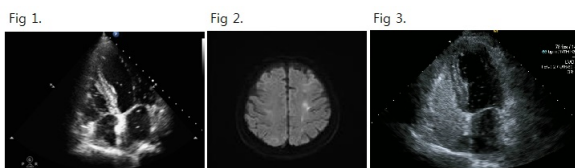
Transthoracic echocardiography. air bubble in both atria and ventricles suggesting venous air embolism and arterial air embolism
